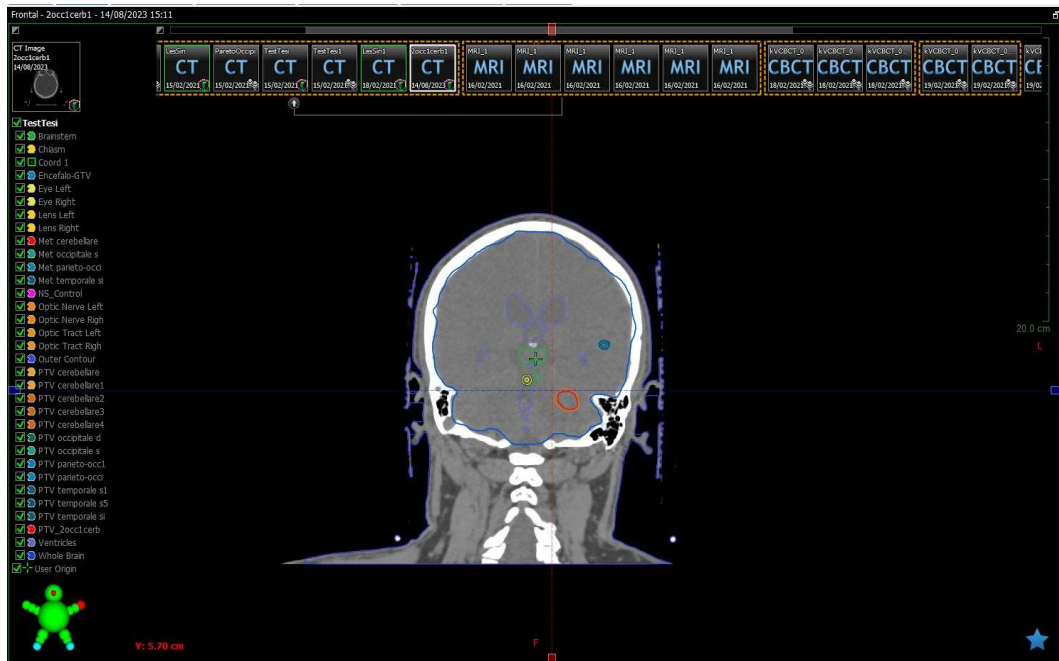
TC visione coronale
